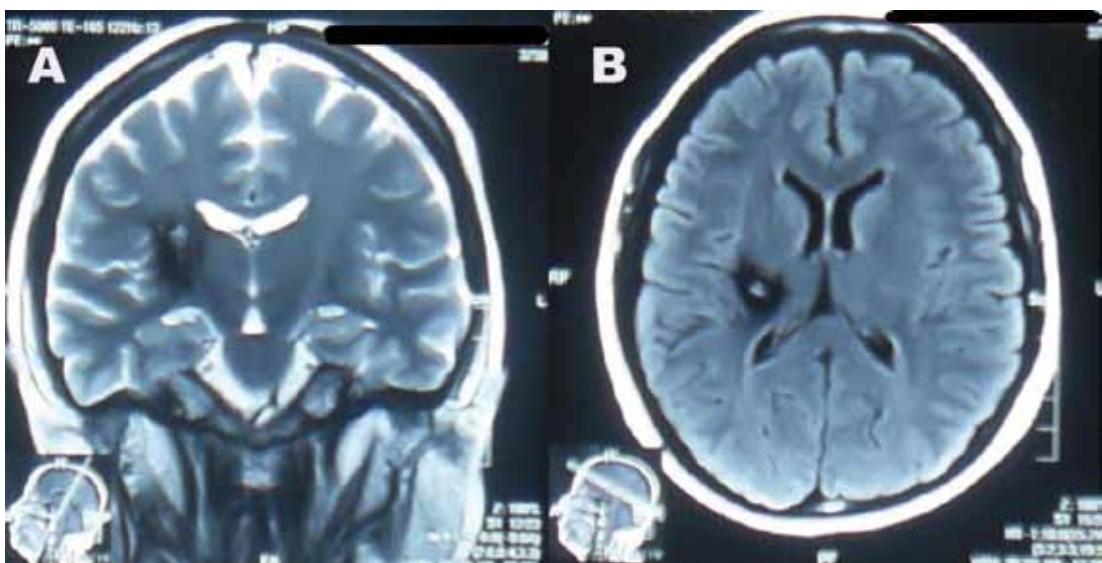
Resonancia Magnética A) T2 corte coronal muestra cicatriz por infarto a nivel del tálamo derecho con un centro hiperintenso rodeado de un halo hipointenso; B) T1 corte axial se observa la misma lesión que abarca el brazo posterior de la capsula interna Ipsilateral
